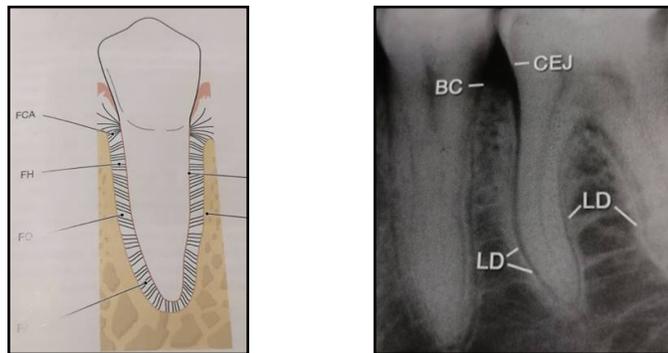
A) Ubicación del ligamento periodontal. B) Radiografía que muestra el espacio del ligamento periodontal (LD)
